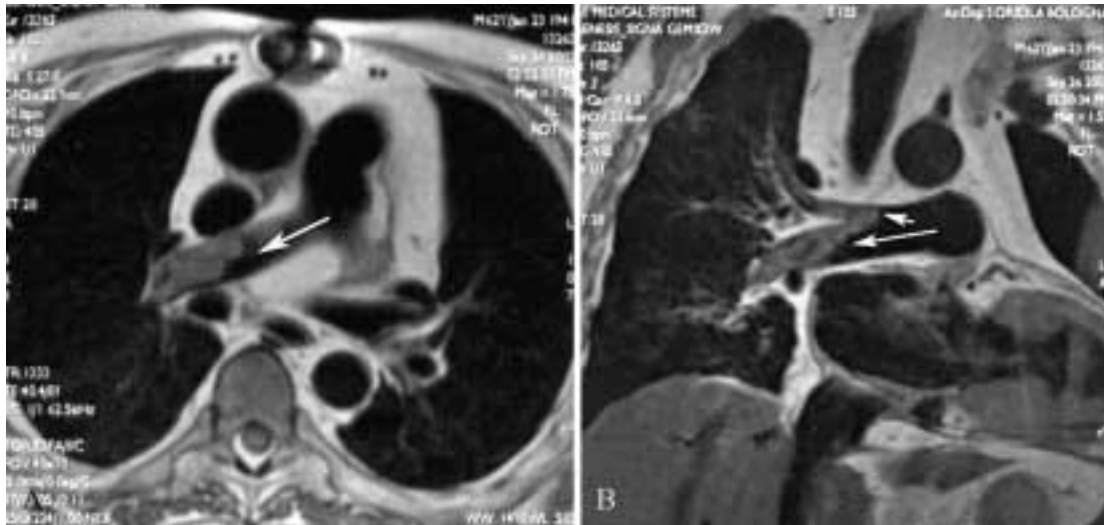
RM 1,5 T (TR=1 R-R, TE 40 ms). Formazione tromboembolica che occlude in maniera pressoché completa l'arteria polmonare di destra (A) e l'emergenza dei relativi rami lobari e segmentari (B).
